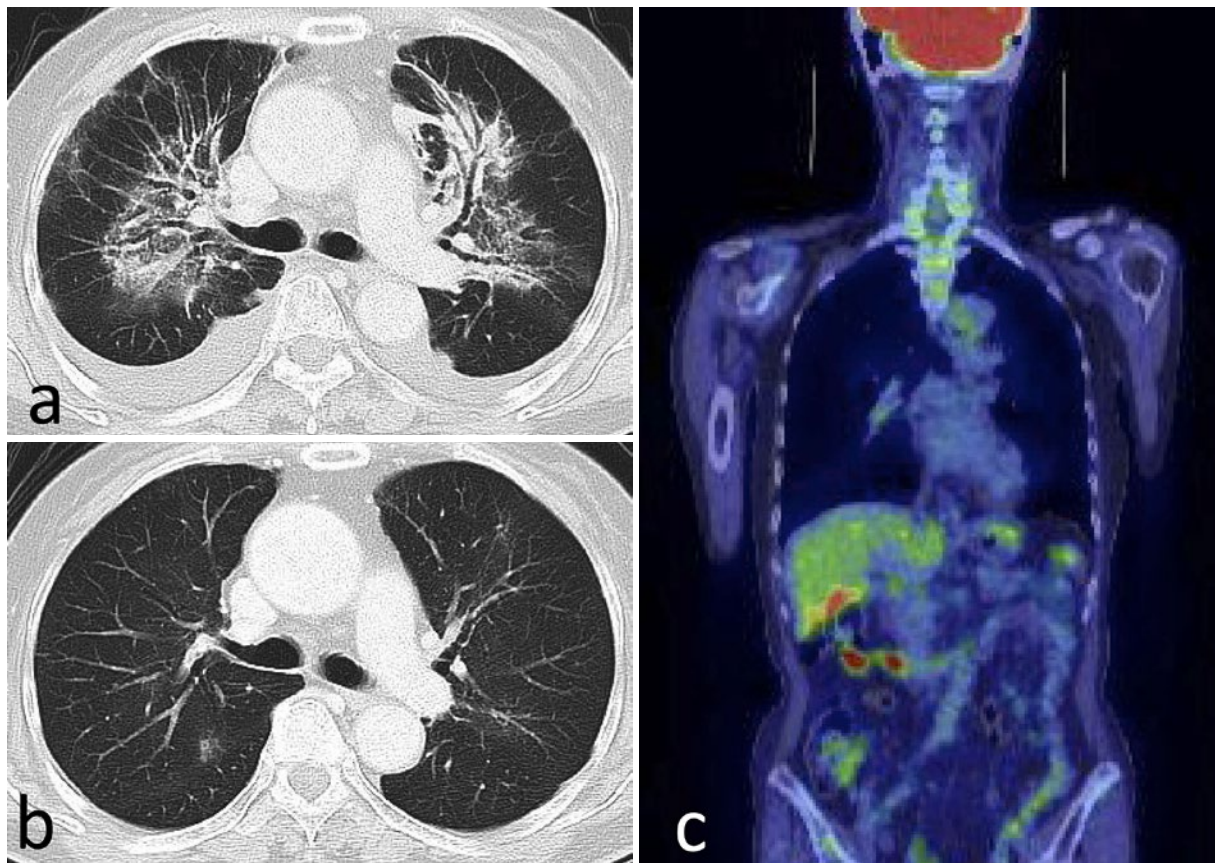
(a) 化学療法1コース終了後、胸部CTの浸潤影は軽快した。(b) 化学療法3コース終了後、胸部CTの浸潤影はほぼ消失した。(c) 化学療法3コース終了後、FDG-PET/CTの異常集積はすべて消失した。
